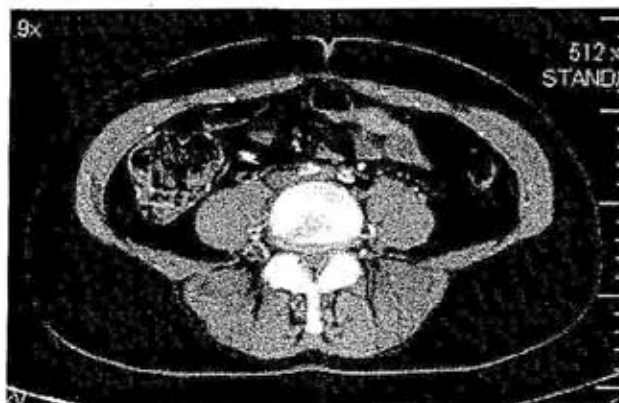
TC con mezzo di contrasto: assenza del mezzo di contrasto nel lume delle arterie iliache comuni.
